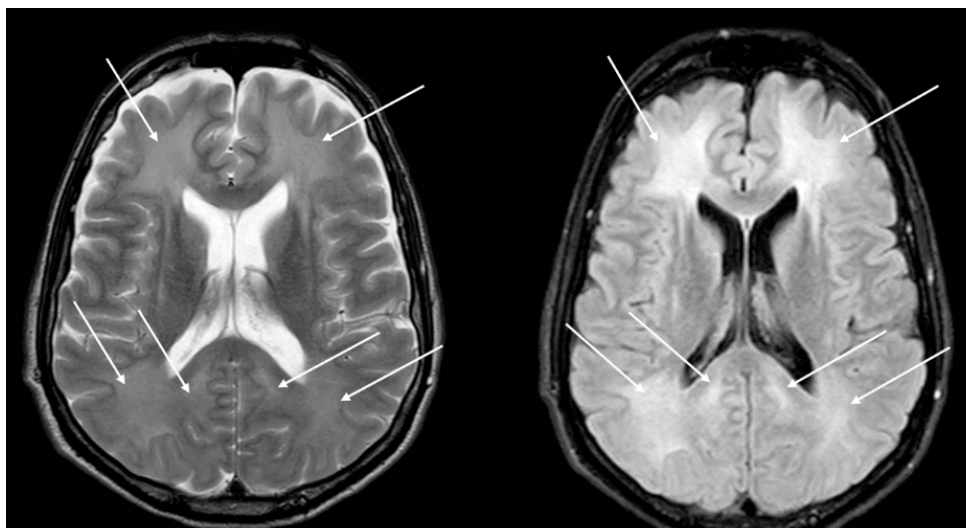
Магнитно-резонансная томография головного мозга пациента в дебюте заболевания
